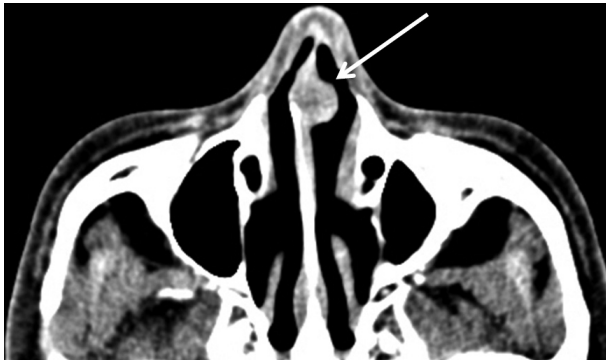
CT finding of the septal mass showed 1.5 cm sized mass with soft tissue density on the left anterior septum. The mass was partially enhanced with contrast (arrow: suspected tumor).
